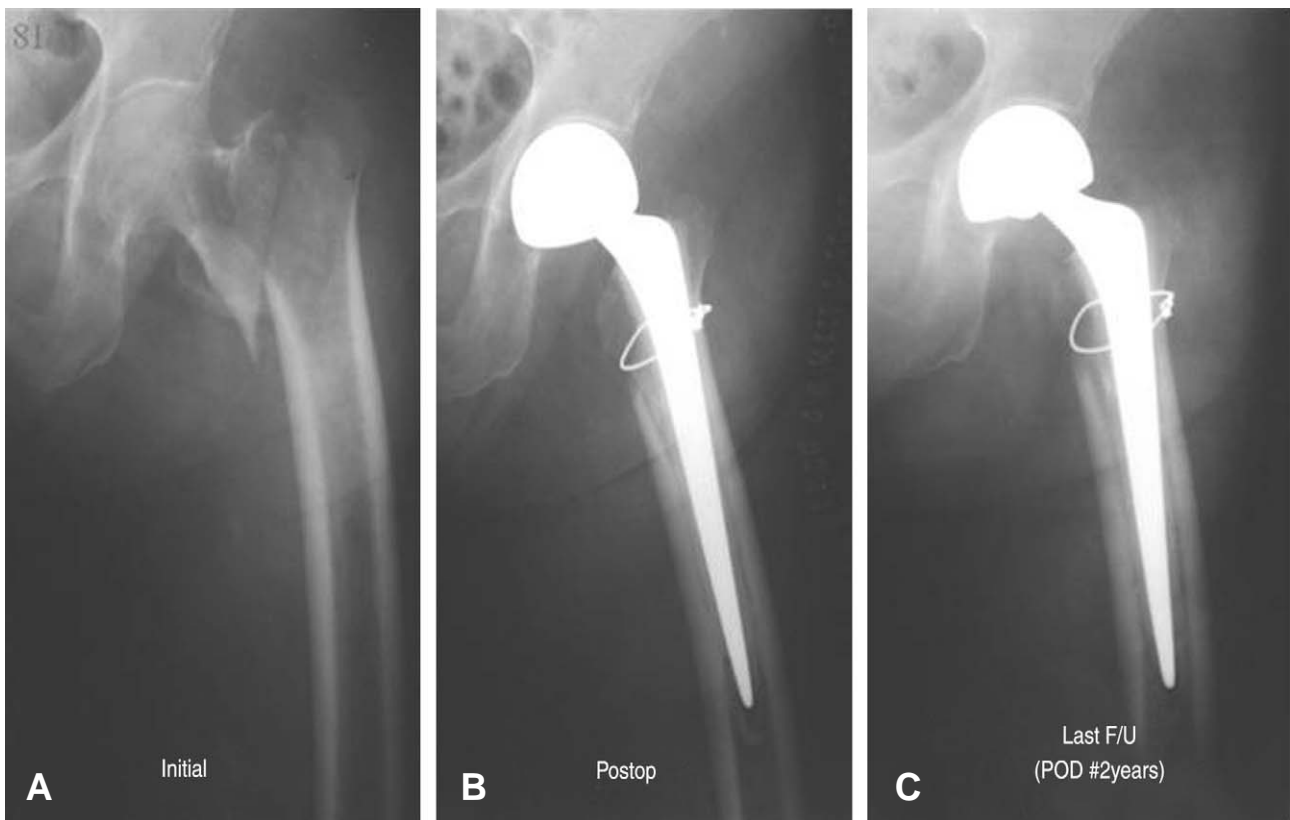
(A) Preoperative radiograph of a 81 years old male shows comminuted intertrochanter fracture. (B) Immediate postoperative radiograph shows that femoral stem was fixed well inside the medullary canal.(But Kelley Grade C) (C) Post operative 2 years radiograph shows radiolucent line on Gruen zone VI, VII but, Stable fixation was noted.
